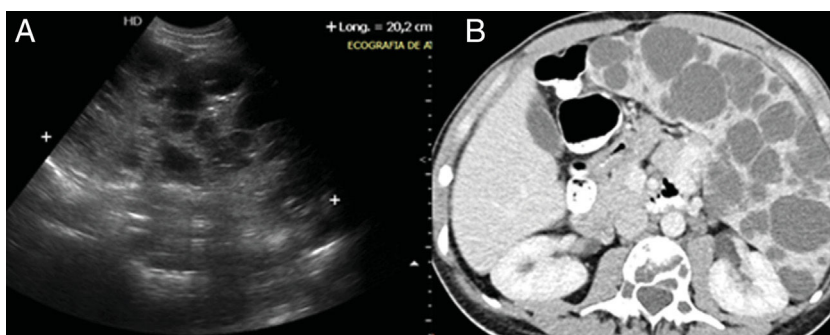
A) Ecografía abdominal. B) TC de abdomen con contraste intravenoso en fase venosa portal. Gran esplenomegalia multiquistica de 20 cm de diámetro longitudinal en relación con linfangioma difuso.
